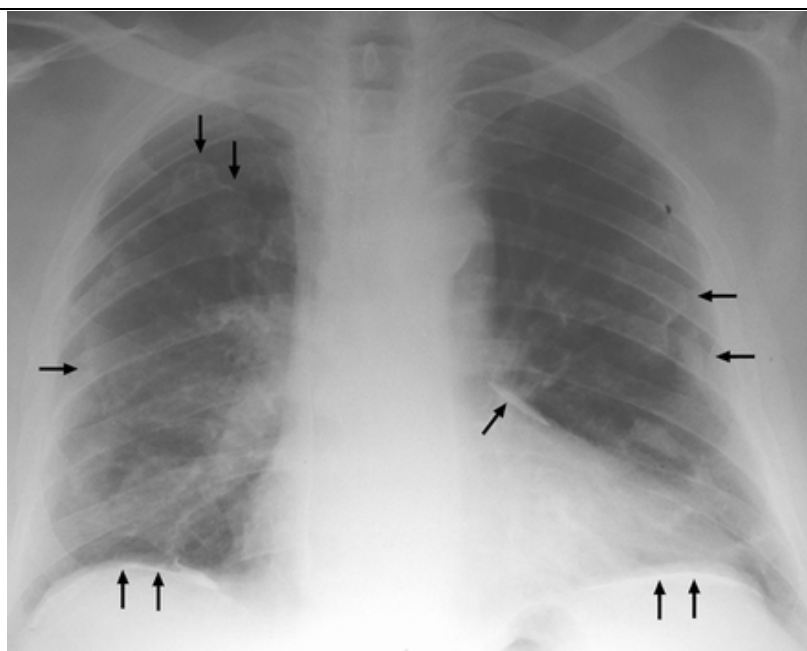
Cette radiographie postéro-antérieure montre de grandes plaques pleurales calcifiées, bilatérales (flèches) au niveau du diaphragme, du péricarde et de la paroi thoracique [65]
